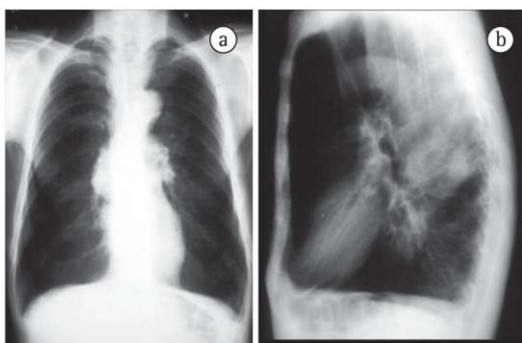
Anterior (a) and lateral (b) chest X-rays showing a spherical mass of 5 cm in diameter. Reproduced with permission.⁽³⁷⁾
